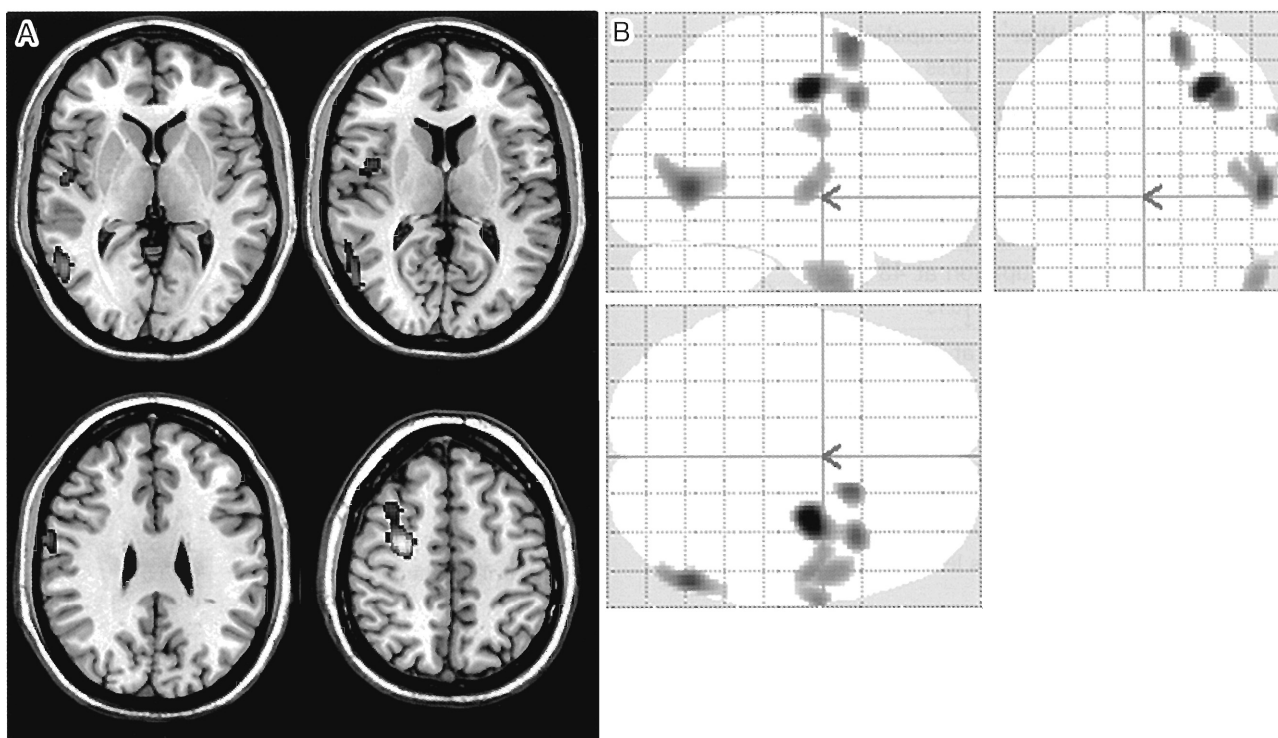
Effects of education shown with ^{18}F -FDG PET
